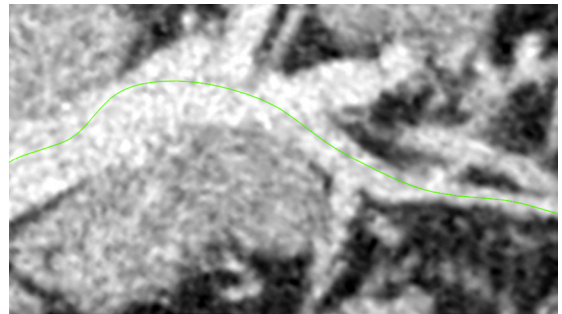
Angiotomografia computadorizada de abdome e pelve 6 meses após o tratamento com anticoagulação, não identificando falhas de enchimento – caso 1.
